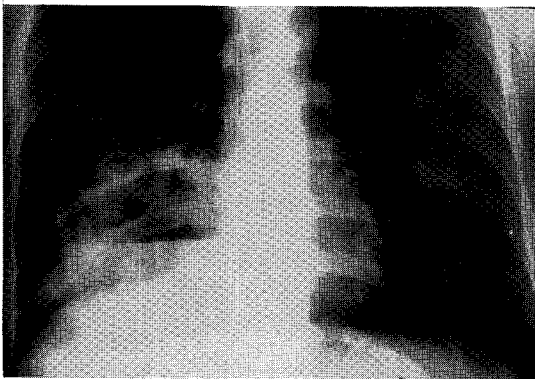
Chest radiographic showing large abscess in right middle lobe.
